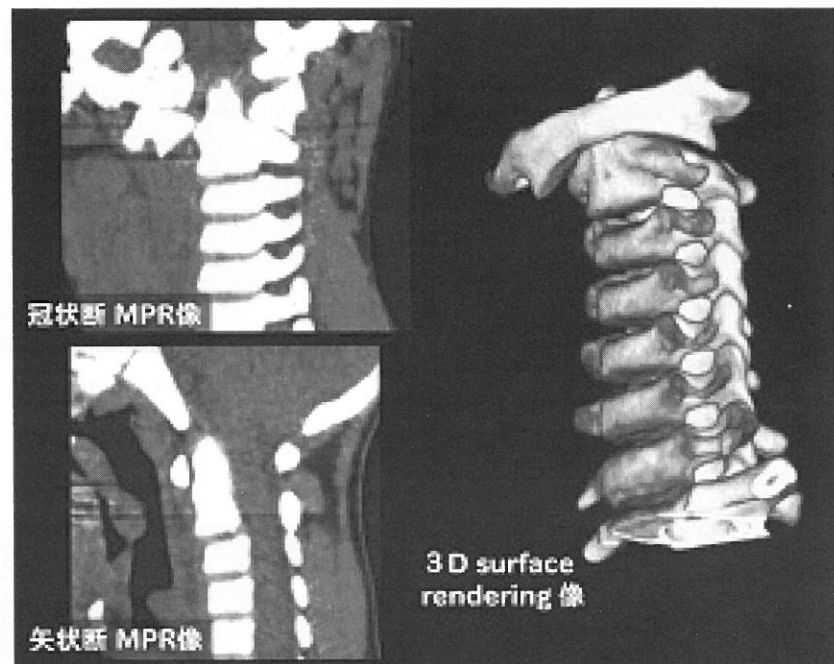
MPR and 3D-CT images of case 2.
